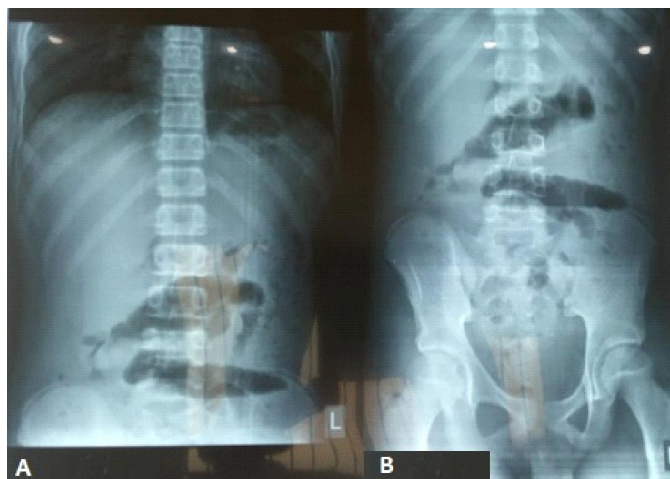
Radiographie de l'abdomen sans préparation, cliché de face A : absence de pneumopéritoine, B : grisaille diffuse.
